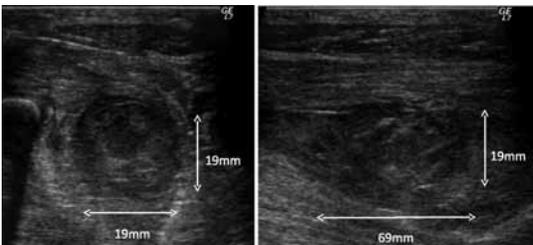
エコー所見 前腕屈筋群尺側の筋層内に血腫を思わせる占拠性病変（19mm×19mm×69mm）を認める。
